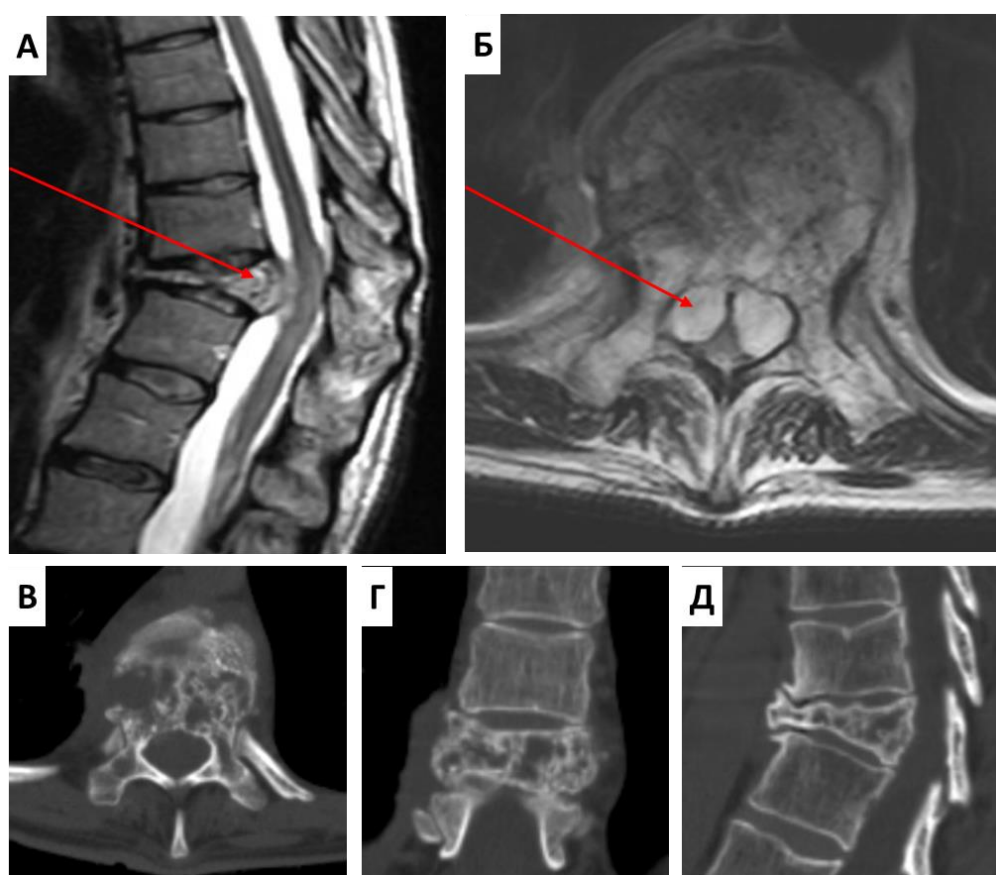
МРТ (А, Б) и КТ (В, Г, Д) позвонка больной X. до операции. Экспансивный эпидуральный рост мягкотканого компонента (красная стрелка). Патологический перелом Th10 позвонка
